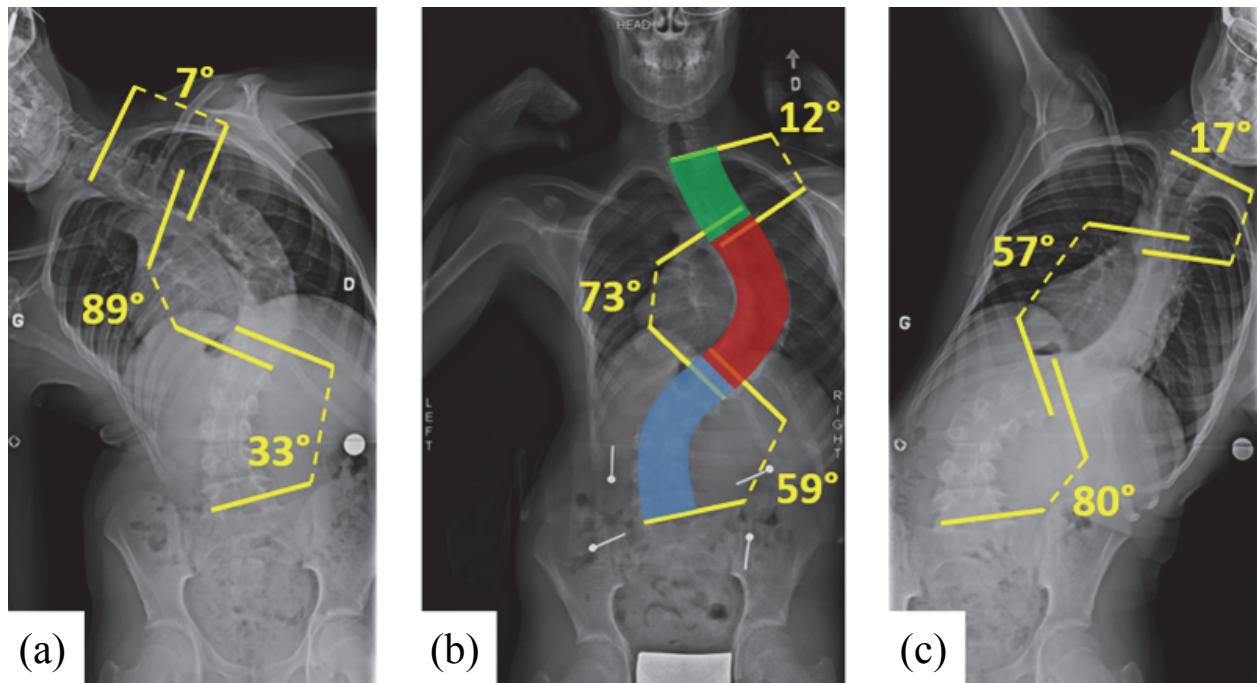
Exemple des radiographies utilisées pour la personnalisation de la raideur rachidienne par le test d’inflexion latérale. (a : flexion latérale gauche ; b : position debout ; c : flexion latérale droite ; en bleu la région thoraco-lombaire/lombaire -TL/L-, en rouge la région thoracique intermédiaire -MT-, et en vert la région thoracique proximale -PT).
